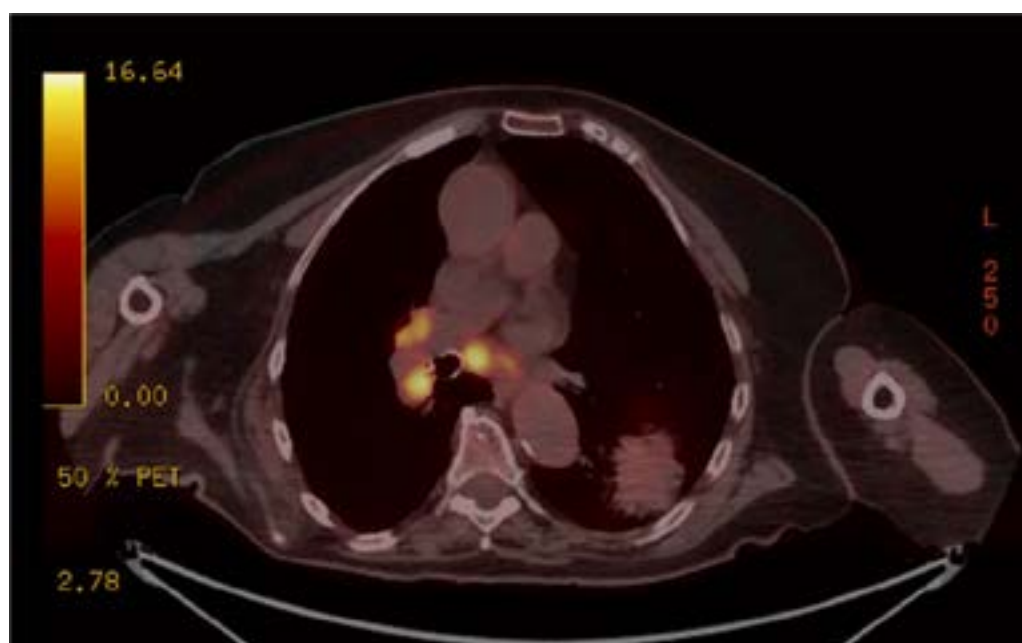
PET-TC (18/07/2022) Captación metabólica sugestiva de malignidad de lesión pulmonar derecha y adenopatía mediastínica
